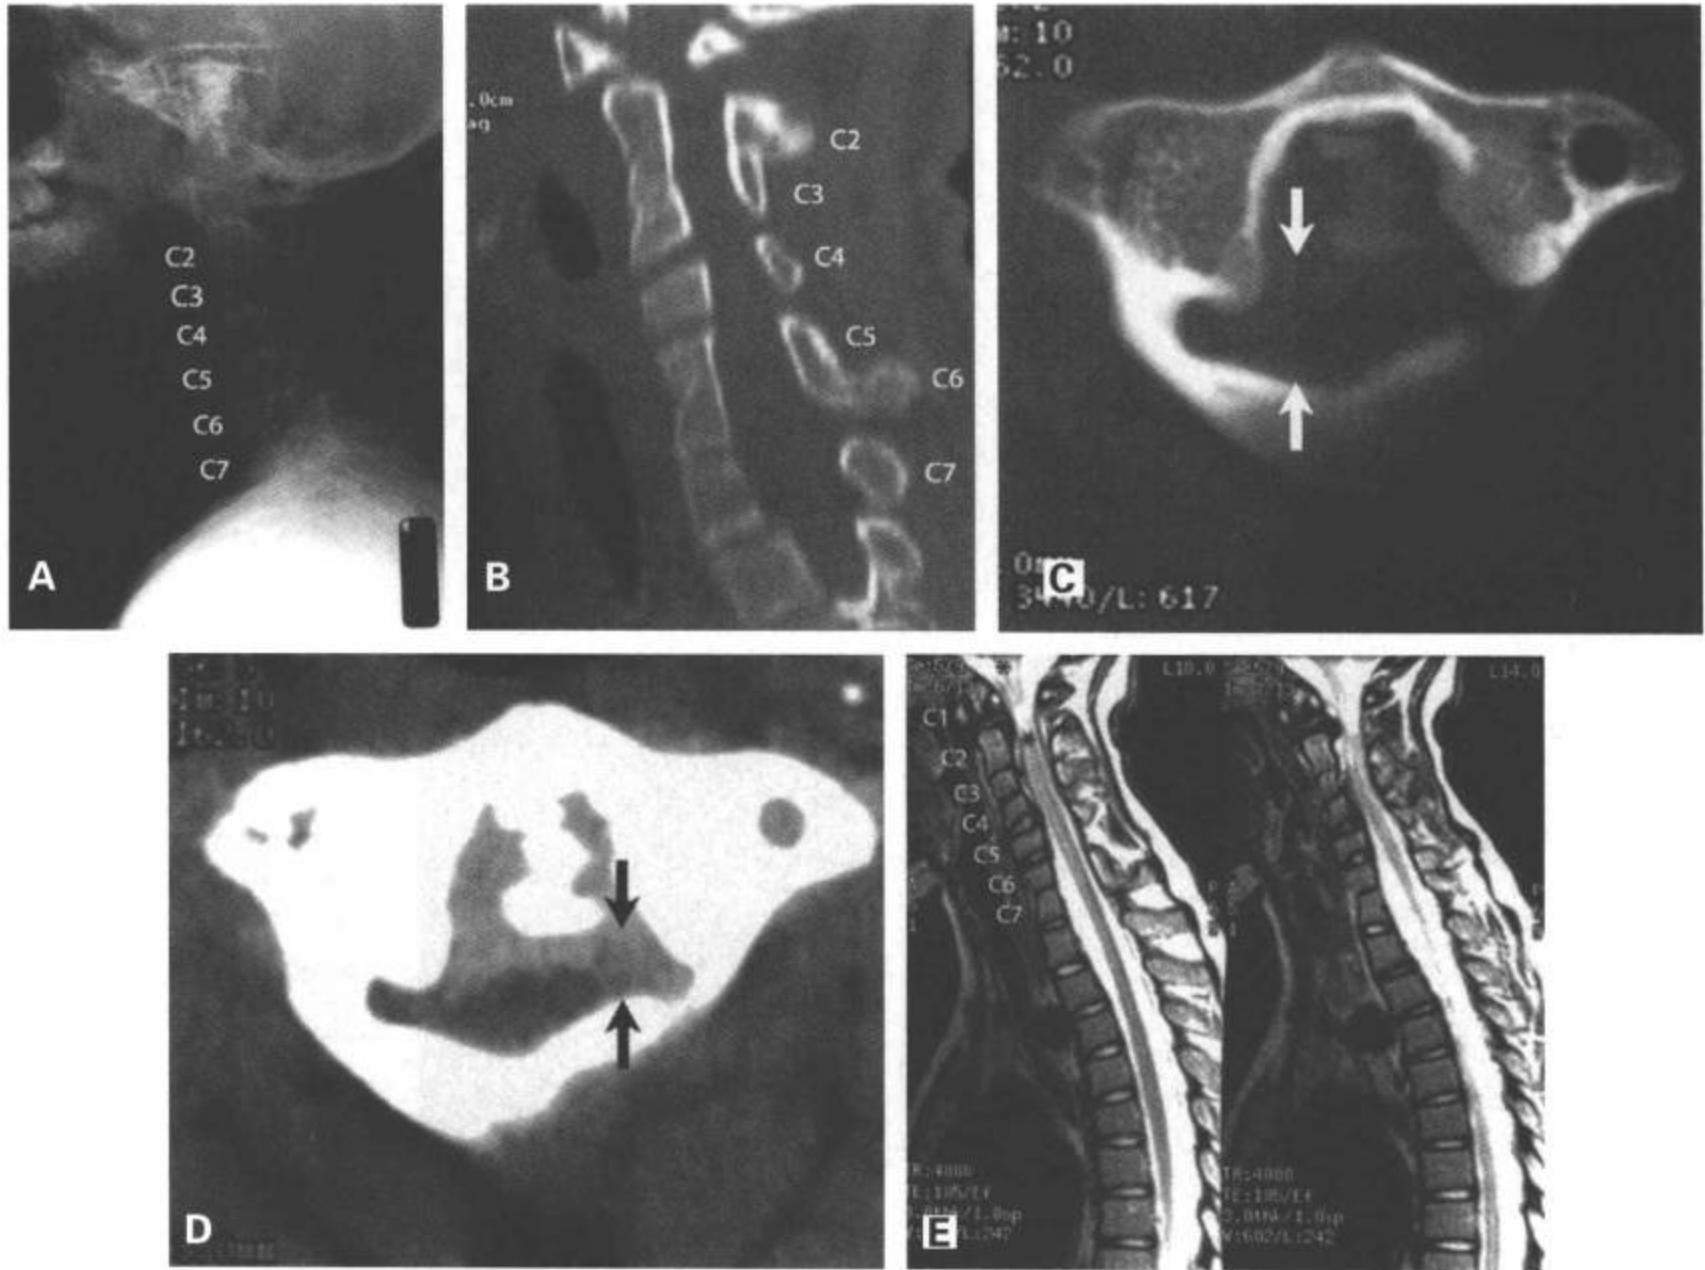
Klippel-Feil畸形伴齿突水平的脊髓压迫。12岁儿童，轻度创伤，检查时发现四肢瘫。颈椎侧位片（A）显示多个层面的椎体和后部结构异常融合。矢状面CT重组图像（B）上确认有C2-C3和C5-C6的融合。同一次CT检查的横断面骨窗（C）和软组织窗（D）显示椎管的前后径（箭）明显变窄。软组织窗（D）显示脊髓受压。颈椎MRI矢状面T2加权图像（E）显示上述异常层面的椎管变窄（星）。脊髓内可见异常信号，再次提示脊髓损伤或脊髓软化。注意椎体的融合异常。
